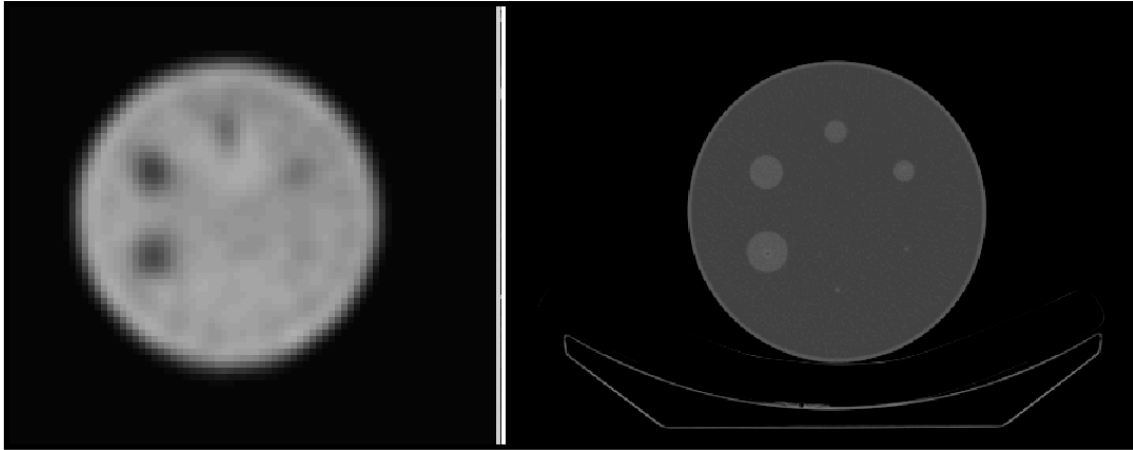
SPECT (izquierda) y TC (derecha) del maniquí Jaszczak.
